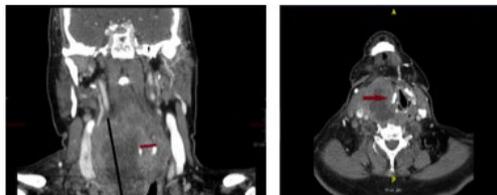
Corte coronal de cuello en TAC. Figura 5. Corte transversal en TAC Desviación traqueal (flecha).
